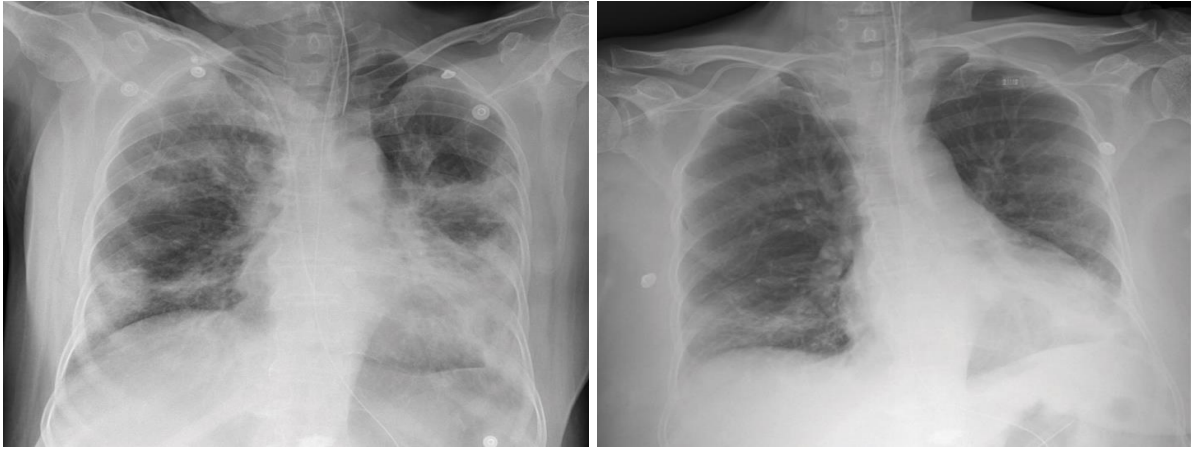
Рентгенограмма грудной клетки случая 2, сделанная до и после восстановительной плазменной инфузии. Взяты на 2-й день, перед восстановительным настоем плазмы (слева). Взятие на 6-й день показывает заметное улучшение билатеральных инфильтраций (справа). Изображения публикуются по согласованию с пациентом.
